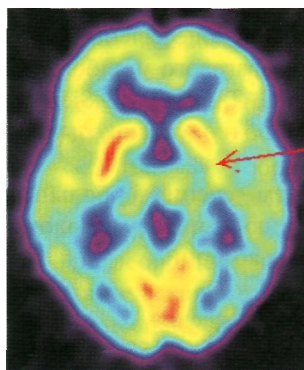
ПЭТ больной с кинкигом правой ВСА.
